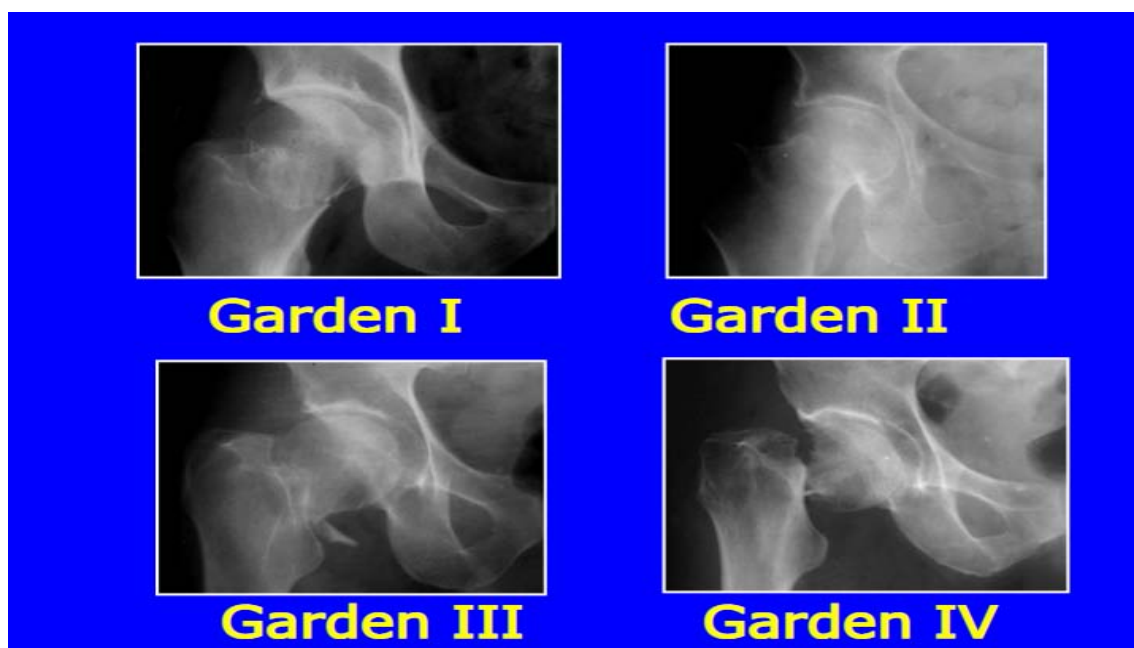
Classification de Garden sur une radiographie de face.
